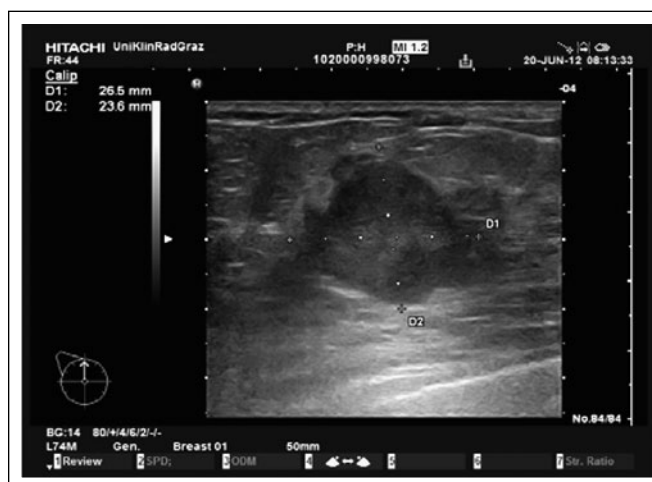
Suspekter Knoten der linken Brust in der Mammasonographie
